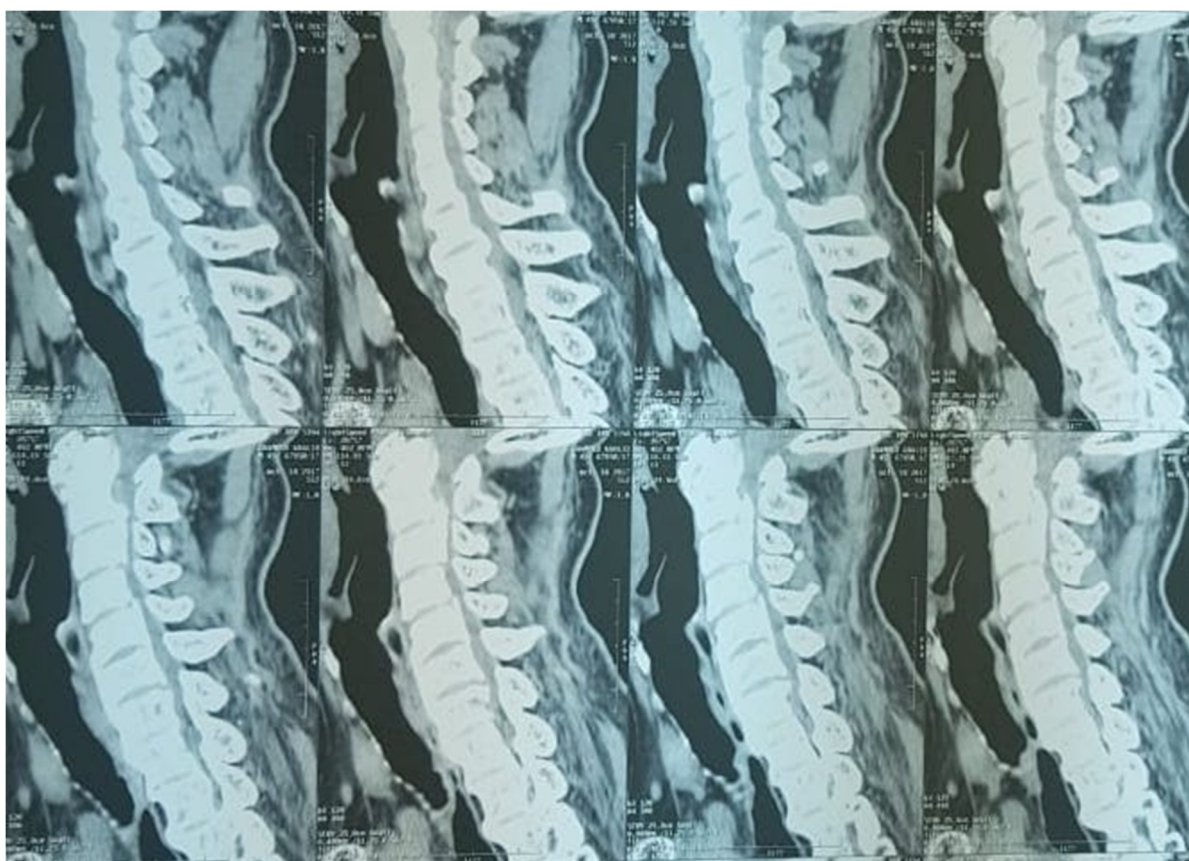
TDM cervicale en coupe sagittale montrant un aspect de canal cervical étroit en C2-C4 et en C5-T1 sur une lésion de densité calcique intra-canalair.
